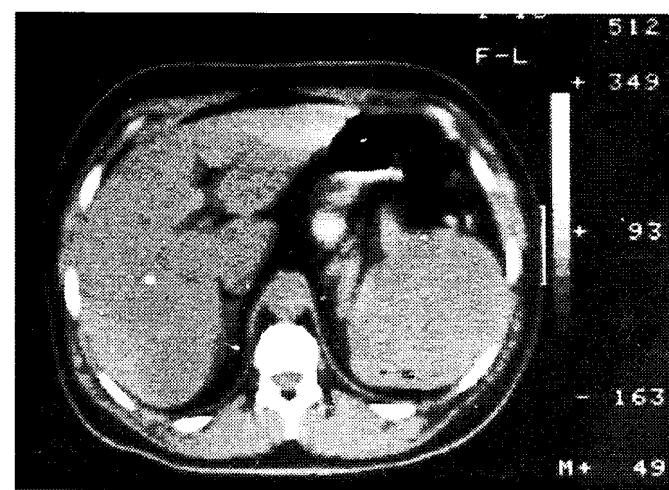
Рентгеновская компьютерная томография больной С., 42 года.
